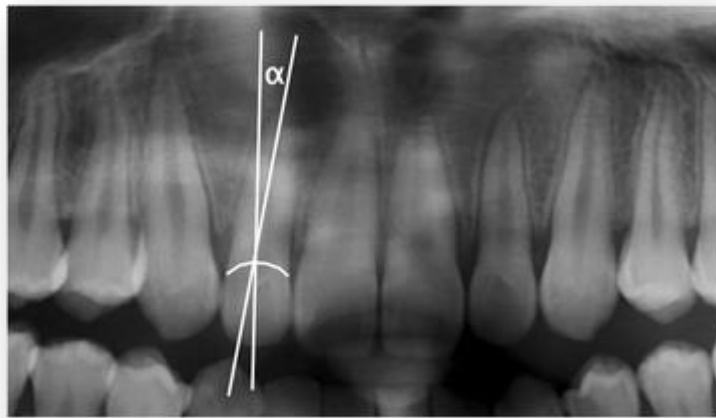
Figura N ° 7: Radiografía panorámica que muestra la utilización del ángulo alfa para determinar la angulación del eje corono-radicular del incisivo lateral superior.
